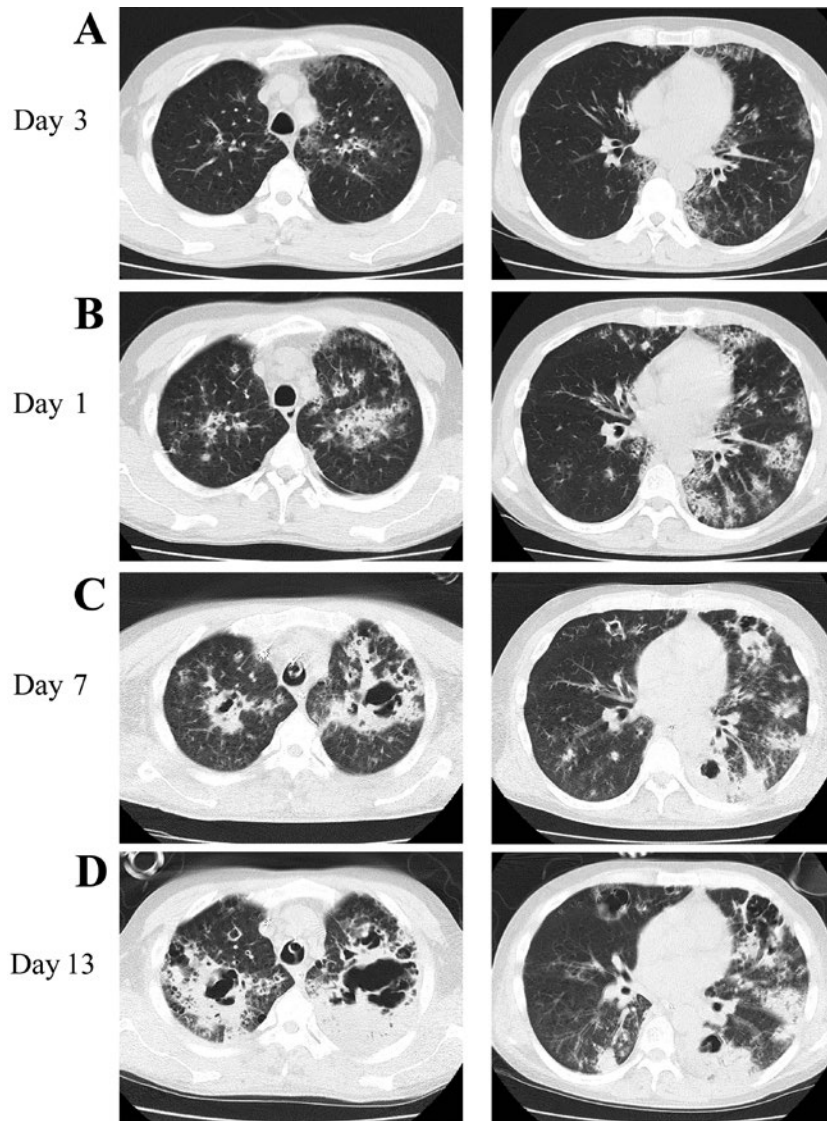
胸部CT所見. 約2週間の経過で, 両側上肺野に急速な浸潤影の拡大と空洞化の所見を認めた.
